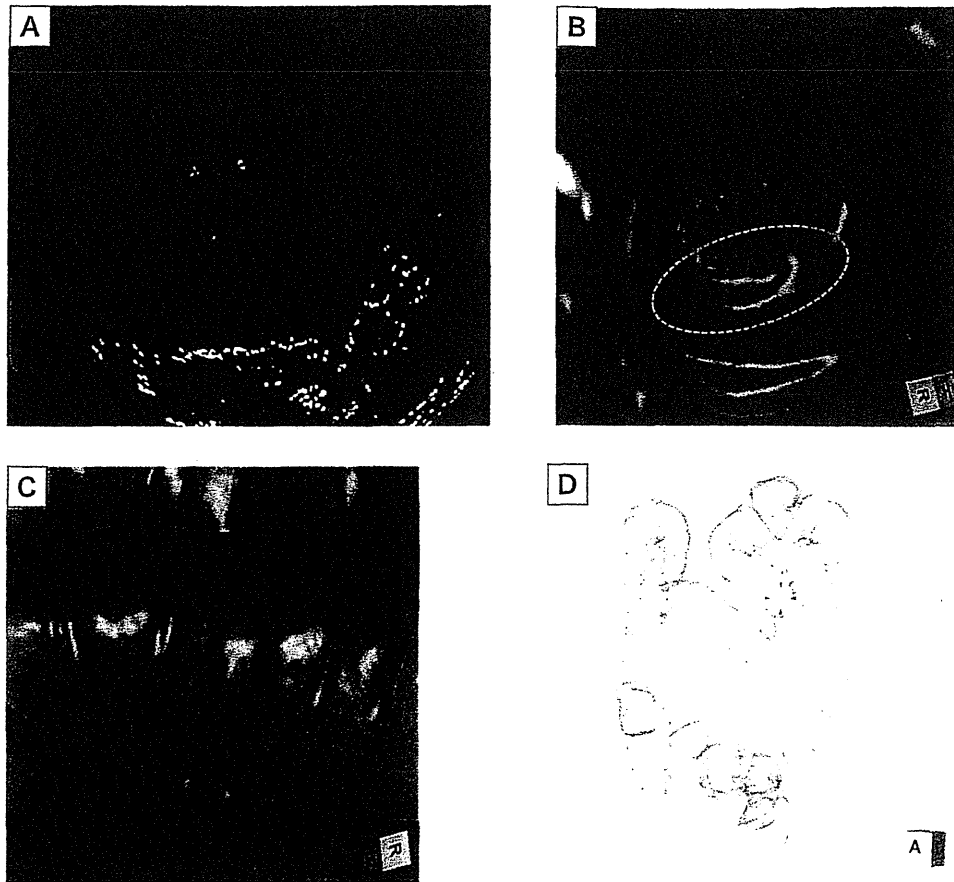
● 内視鏡画像 (A) とCT colonography画像 (B~D) の対比
